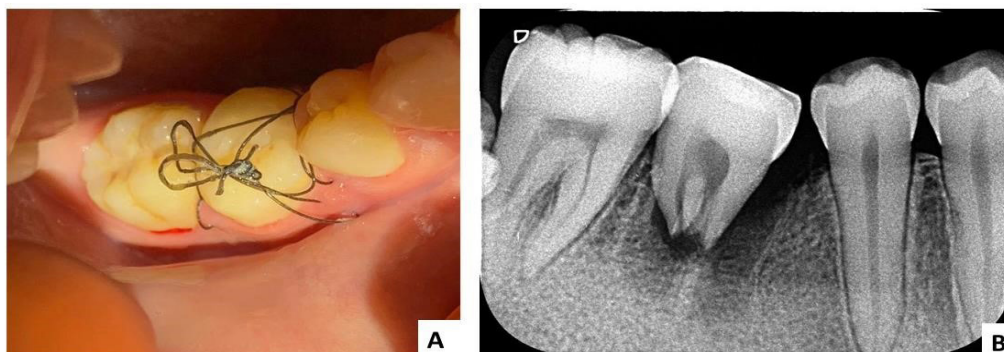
Consulta de 21 dias de pós-operatório: A) imagem clínica no dia da remoção da sutura; B) radiografia periapical de controle
